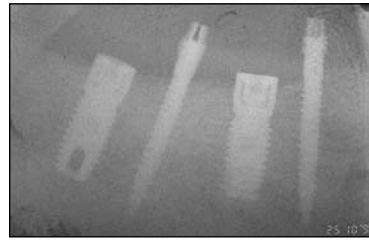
Controllo radiografico dopo inserzione di due impianti osteointegrati e di due MTI.
